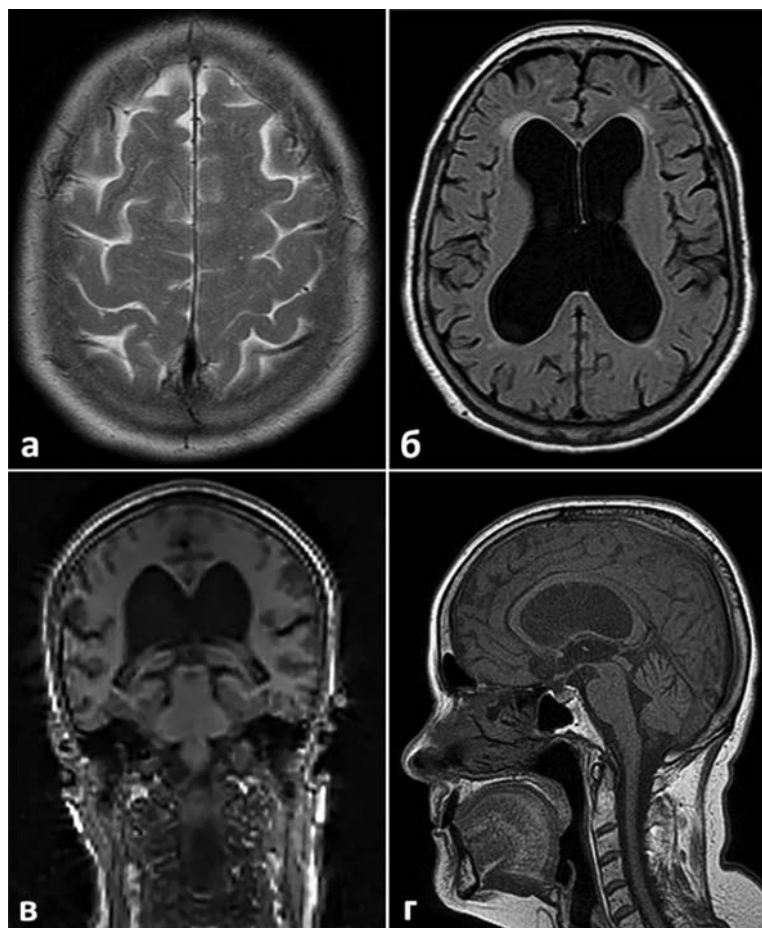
МРТ-паттерны идиопатической нормотензивной гидроцефалии у пациента: а — уплотнение конвексимальных борозд, межполушарной щели; б — вентрикуломегалия, перивентрикулярный лейкоареоз; в — уменьшение угла мозолистого тела до 76° ; г — сужение поясной борозды. Режимы T1 TSE (г), T2 TSE (а), T2 FLAIR (б, в)
